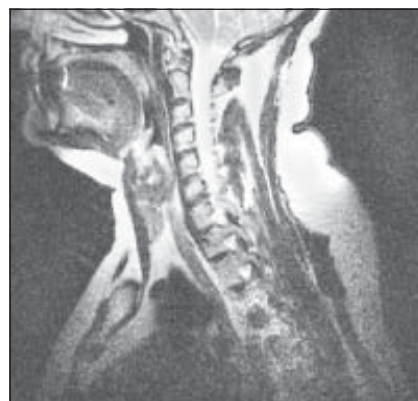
Рентгенокомпьютерная томограмма гортани
